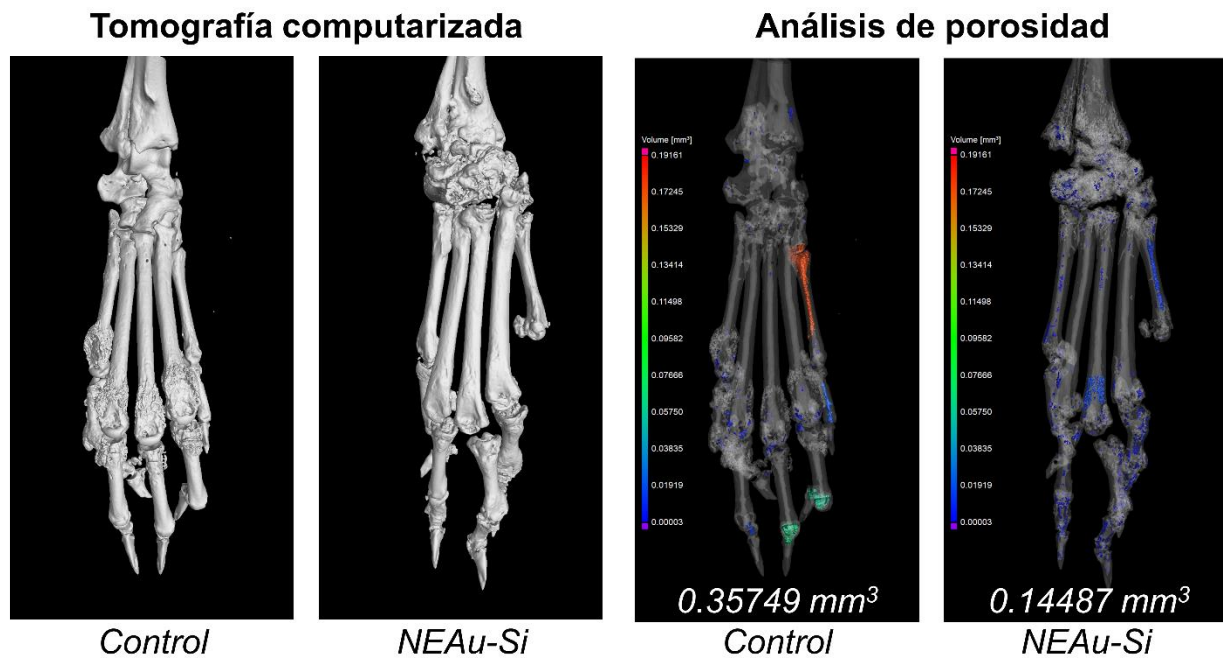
Imágenes de TC de patas traseras derechas de los grupos AIC-control y AIC-experimental con su respectivo volumen de poro. Ambas extremidades presentaron un puntaje clínico de 4 por 62 días consecutivos.
